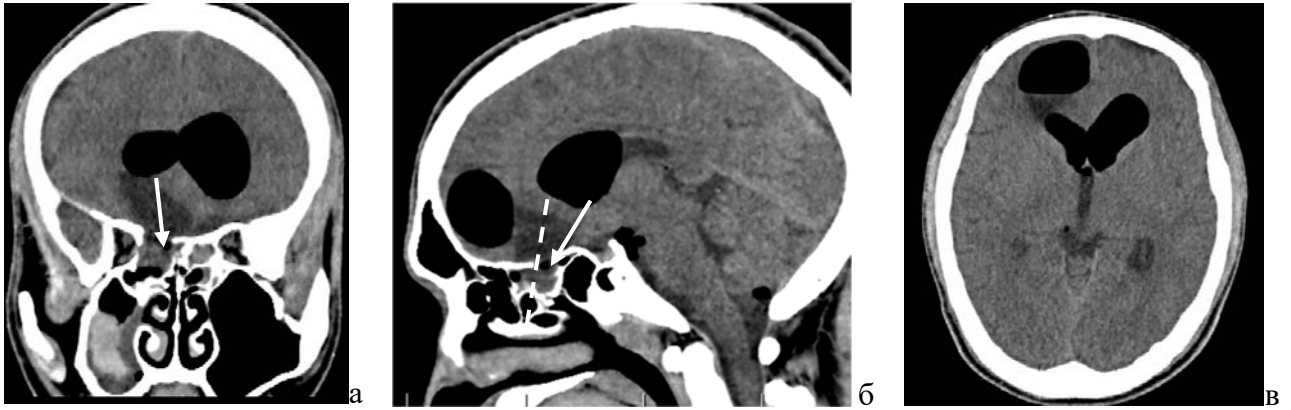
КТ головного мозга: а - фронтальная проекция: дефект задних отделов крыши решетчатого лабиринта (указан стрелкой); б - сагиттальная проекция, дефект в области заднего отдела крыши решетчатого лабиринта (указан стрелкой); в - аксиальная проекция: признаки напряженной пневмоцефалии
